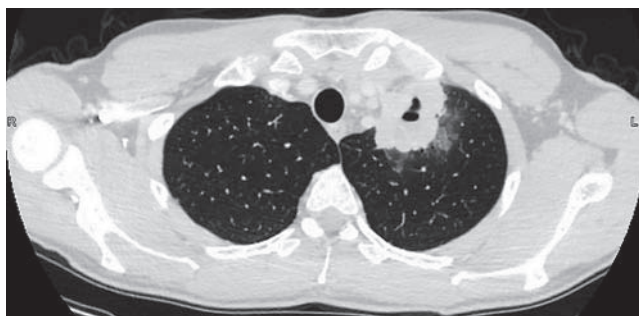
Компьютерная томограмма лимфомы в парамедиастинальных отделах верхней доли левого легкого. «Легочное окно» (аксиальная проекция): в I и II сегментах слева визуализируется образование размерами до $5,0 \times 3,8 \times 4,5$ см с бугристыми контурами, полостью распада в центральных отделах, перифокальными изменениями в виде уплотнения по типу «матового стекла»
